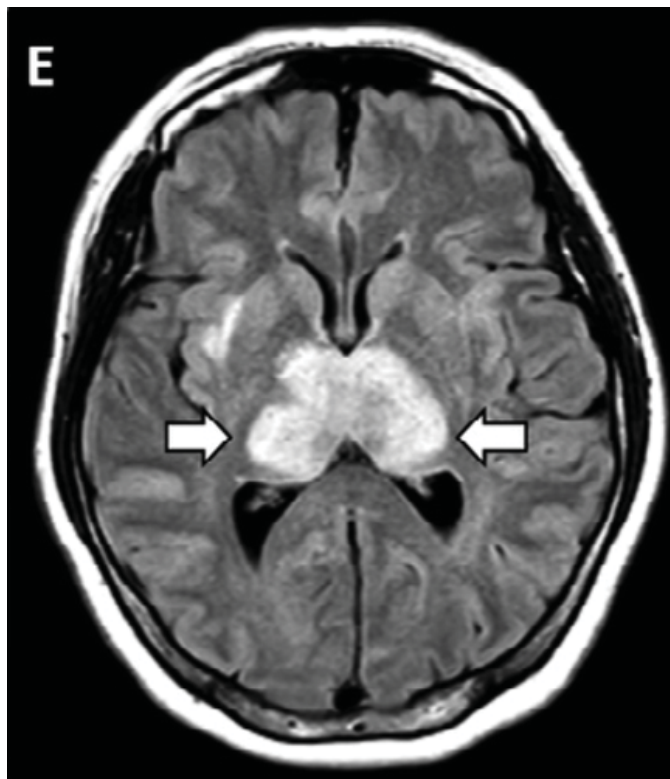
Острая некротизирующая энцефалопатия при SARS-CoV-2. Симметричные сливные гиперинтенсивные очаги в таламусах (МРТ, режим T2 FLAIR) [14].
